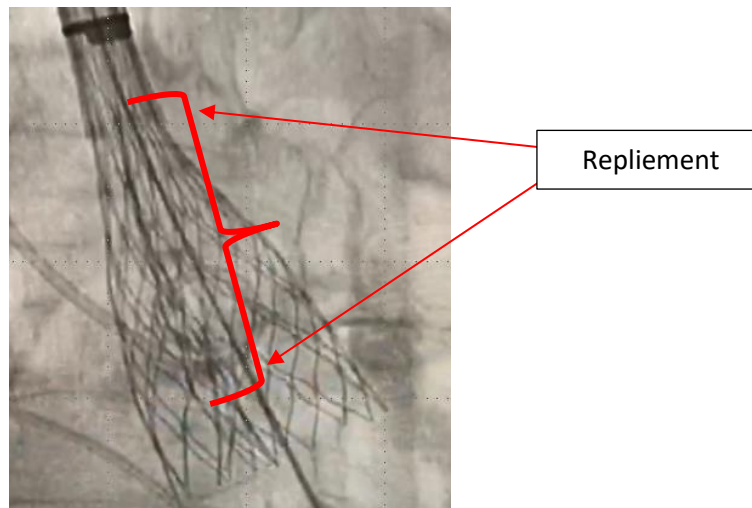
Exemple d'image radiographique illustrant le repliement.
